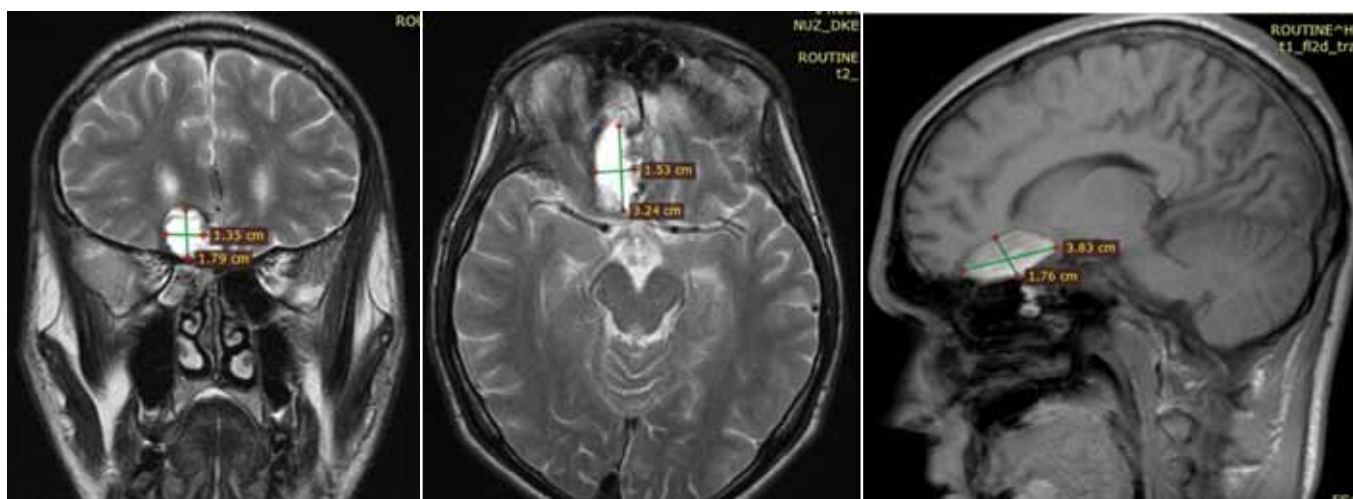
МРТ головного мозга в трех плоскостях.
